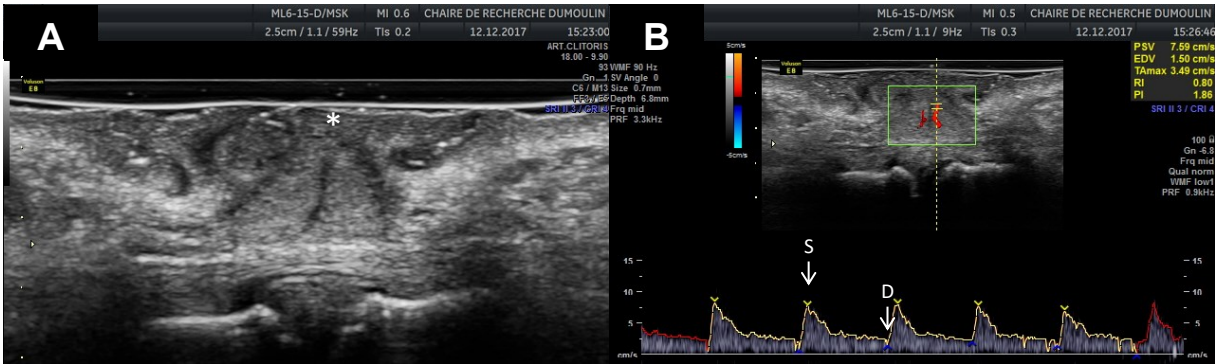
A, B-mode image acquired in the transverse plane at the level of the symphysis pubis (*). B, Color Doppler (top half of image) acquired at the same level and pulsed Doppler waveform (bottom half of image) of the dorsal clitoral artery shows peak systolic velocity (S) and end-diastolic velocity (D)
